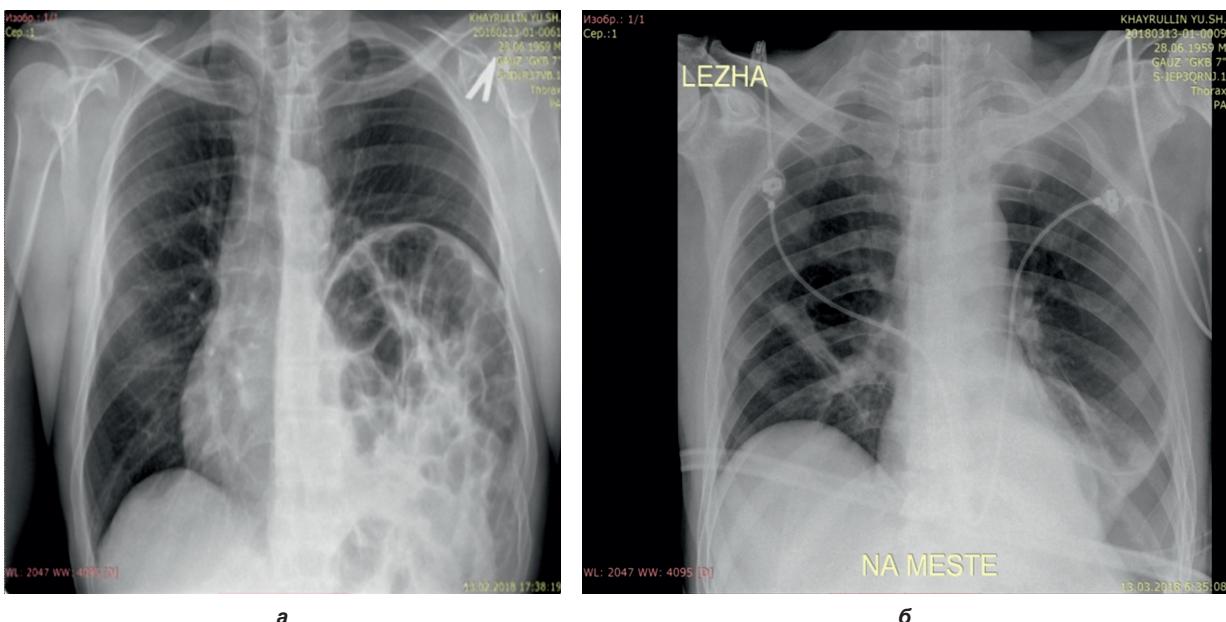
Рентгенограмма грудной клетки до операции и после:
